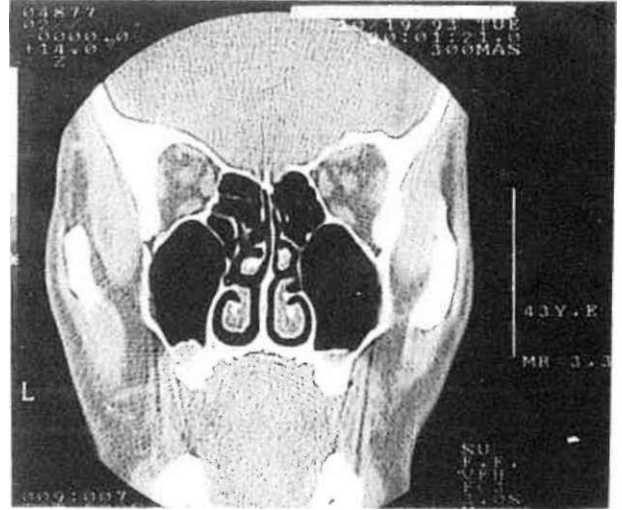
Sinüs tabanı yükseltilecek olan hastanın preoperatif BT görünümü.
